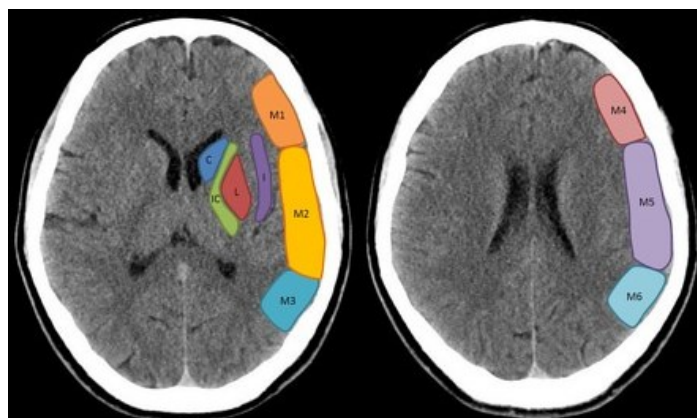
Segmentazione ASPECTS: a sinistra i livelli dei gangli della base: C= Caudato, L= Lentiforme, IC= Capsula Interna, I= Insula e M1-M3; a destra il livello sopragangliare: M4-M6.
